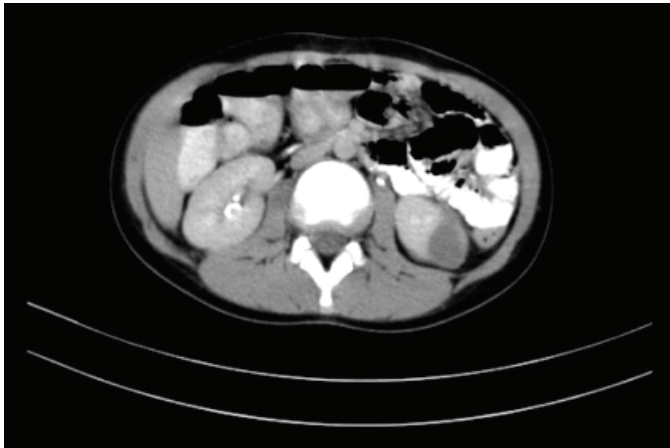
MRI of the cyst in left kidney
